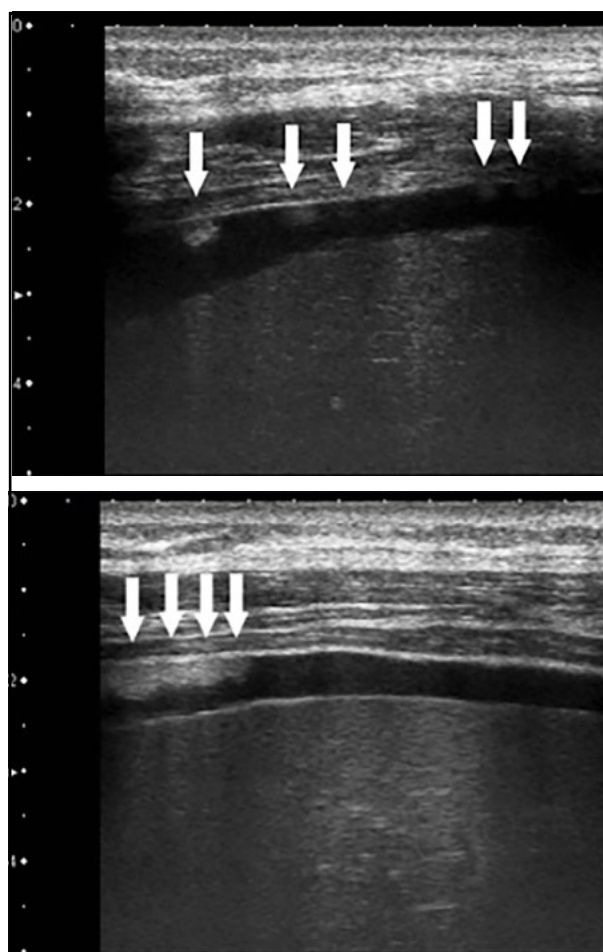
Ecografía abdominal donde se identifican, sobrenadando en el líquido perihepático, gotas hiperecogénicas de grasa (flechas blancas) que se desplazan con los movimientos de la paciente.
